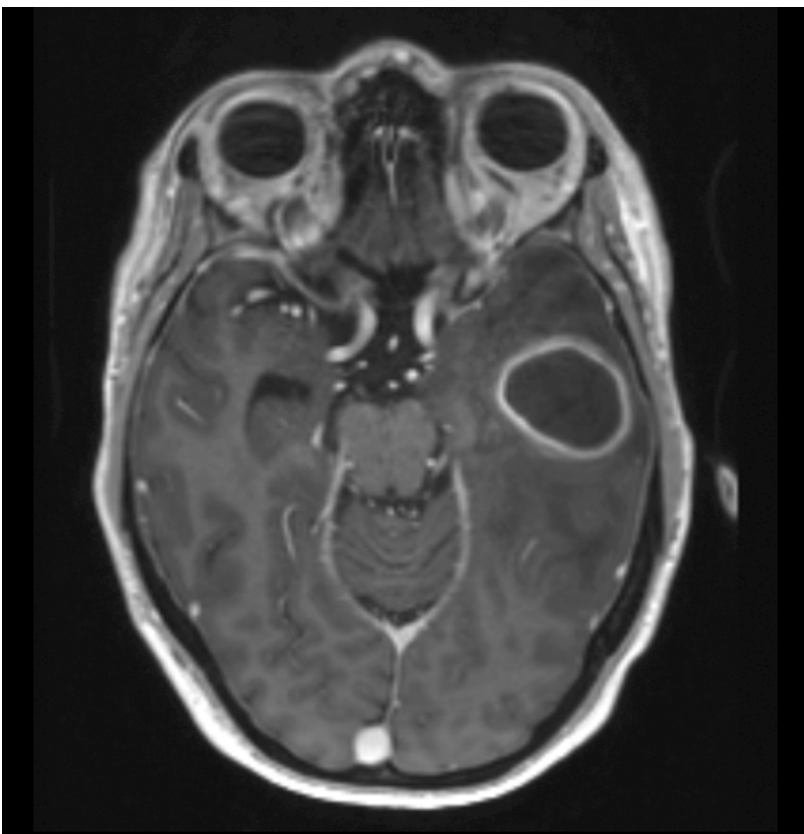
IRM cérébrale, coupe axiale passant par le plus grand abcès du gyrus temporal moyen.
